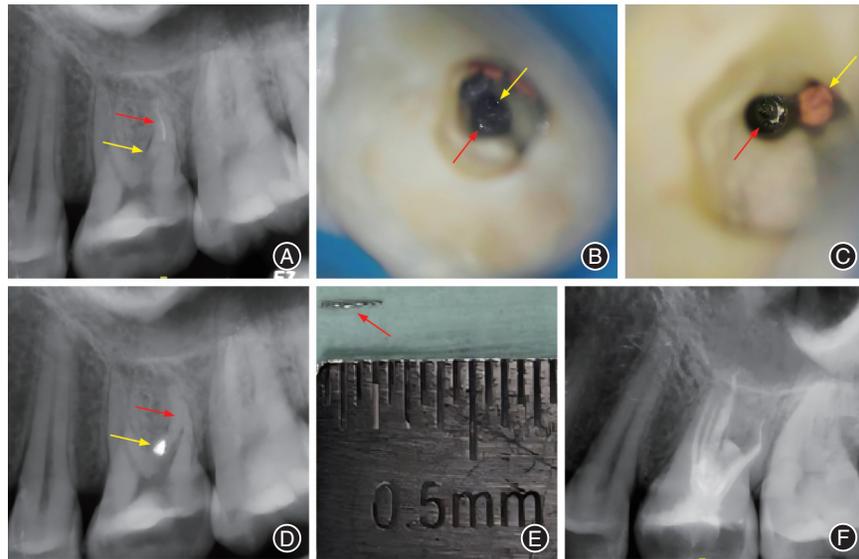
左上第一恒磨牙分离器械取出的影像资料 A:术前X线片示左上第一恒磨牙远颊根根尖存在分离器械(红色箭头所示)和底穿孔(黄色箭头所示);B:术中镜下发现分离器械(红色箭头所示)和底穿孔(黄色箭头所示);C:iRoot BP修复底穿孔并回填部分牙胶覆盖(黄色箭头所示),以便于与分离器械镜下区分,超声ET20敞开冠方通路,暴露分离器械(红色箭头所示);D:ET20震出分离器械即刻X线片,已修复底穿孔并取出分离器械,红色箭头指示为原分离器械所在位置,黄色箭头指示为底穿修补处;E:取出的分离器械(红色箭头所示)经测量约3mm;F:根管充填后拍摄X线片示根充到位。
